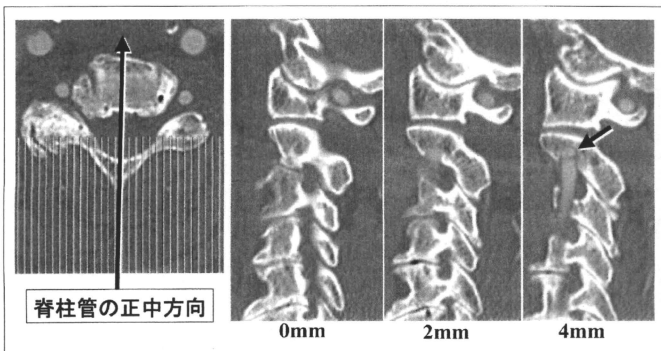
CTA 矢状断のスライス方向(A)および矢状断像(B) 脊柱管内縁, 2mm 外側, 4mm 外側のスライス. 本例では 4mm 外側で椎骨動脈孔が描出されている(矢印).
